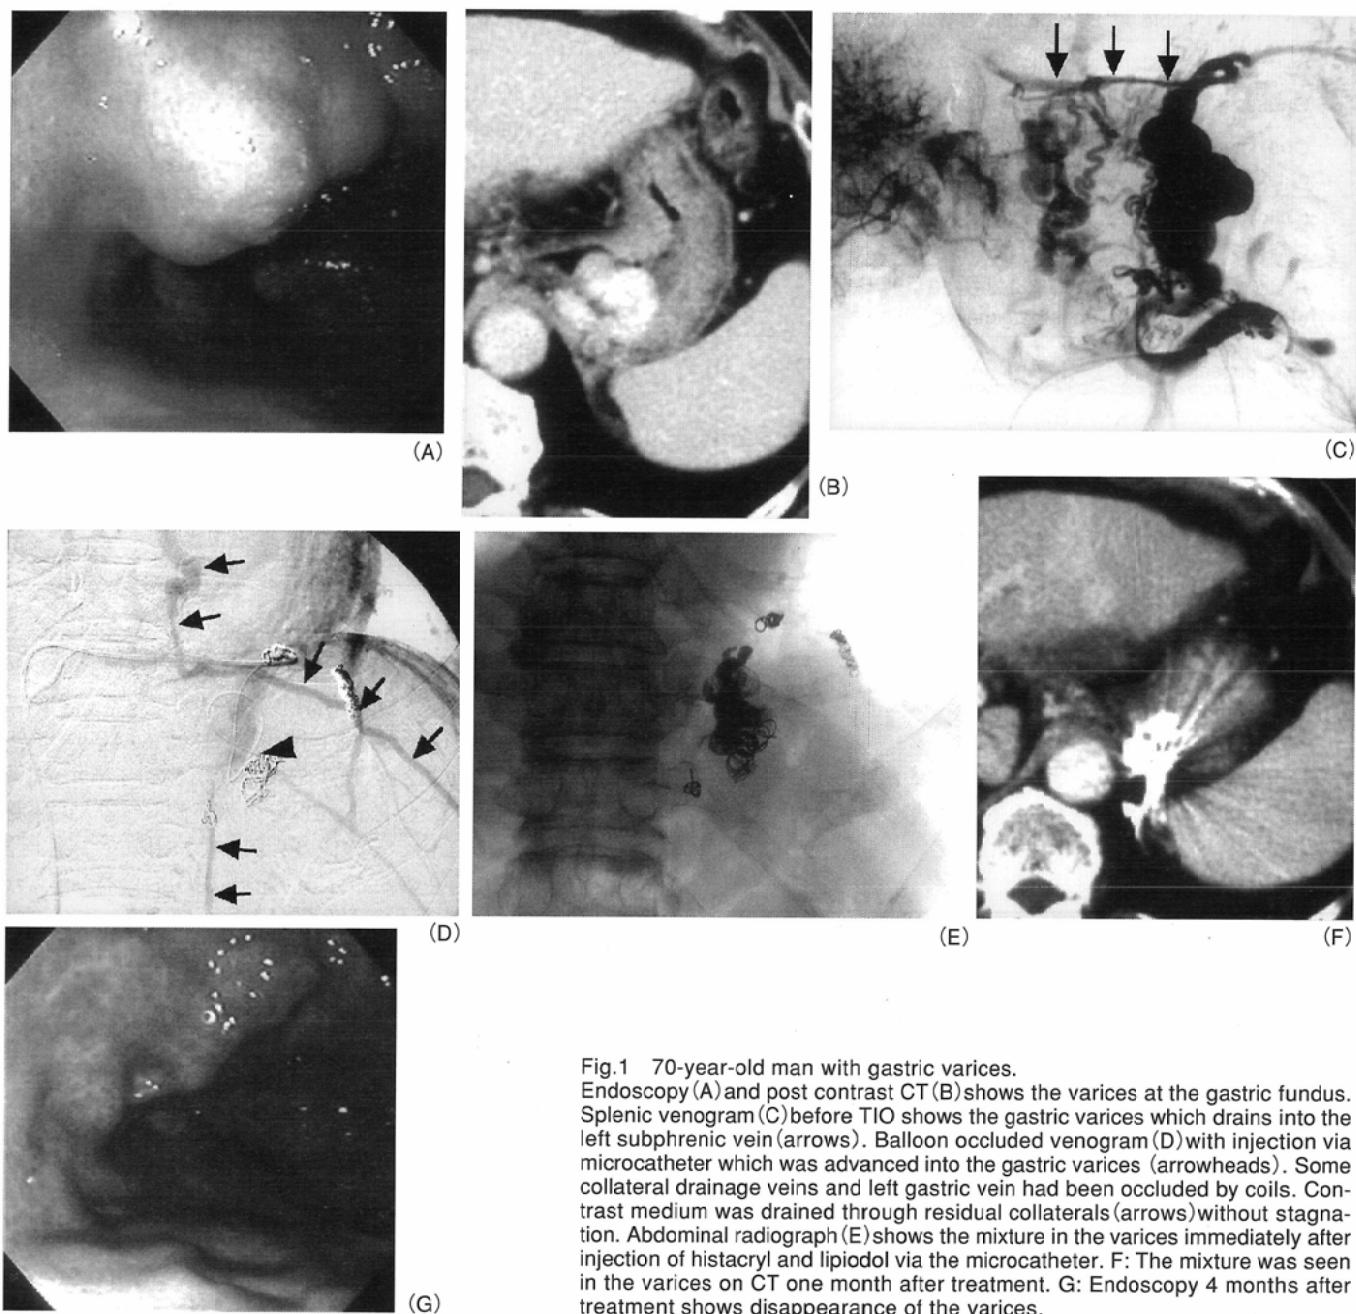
70-year-old man with gastric varices. Endoscopy (A) and post contrast CT (B) shows the varices at the gastric fundus. Splenic venogram (C) before TIO shows the gastric varices which drains into the left subphrenic vein (arrows). Balloon occluded venogram (D) with injection via microcatheter which was advanced into the gastric varices (arrowheads). Some collateral drainage veins and left gastric vein had been occluded by coils. Contrast medium was drained through residual collaterals (arrows) without stagnation. Abdominal radiograph (E) shows the mixture in the varices immediately after injection of histacryl and lipiodol via the microcatheter. F: The mixture was seen in the varices on CT one month after treatment. G: Endoscopy 4 months after treatment shows disappearance of the varices.
